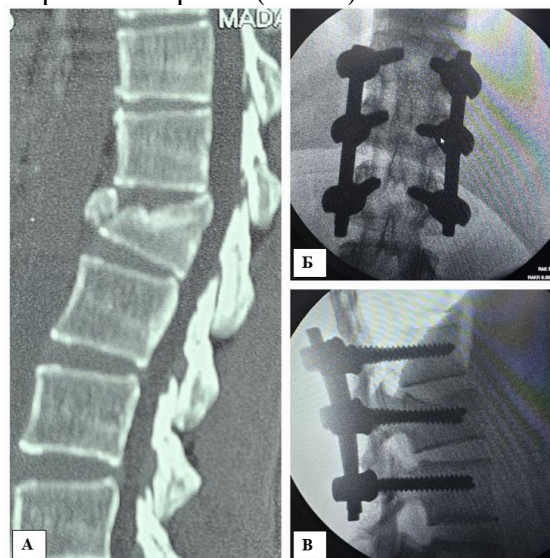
А – на сагиттальном срезе МСКТ при поступлении визуализируется компрессионный перелом тела позвонка L1 III степени, оценённый в 5 баллов по шкале TLICS. Б, В – на интраоперационных рентгенограммах отмечается вправление кифотического угла и восстановление оси позвоночника.
